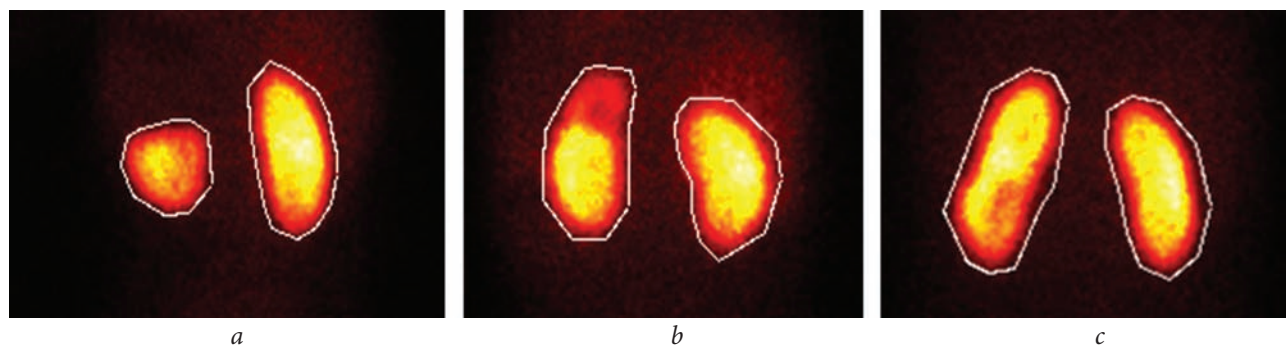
Оценка функции верхнего полюса удвоенной почки по результатам статической нефросцинтиграфии: *a* — нефункционирующий, *b* — слабо функционирующий, *c* — нормально функционирующий
